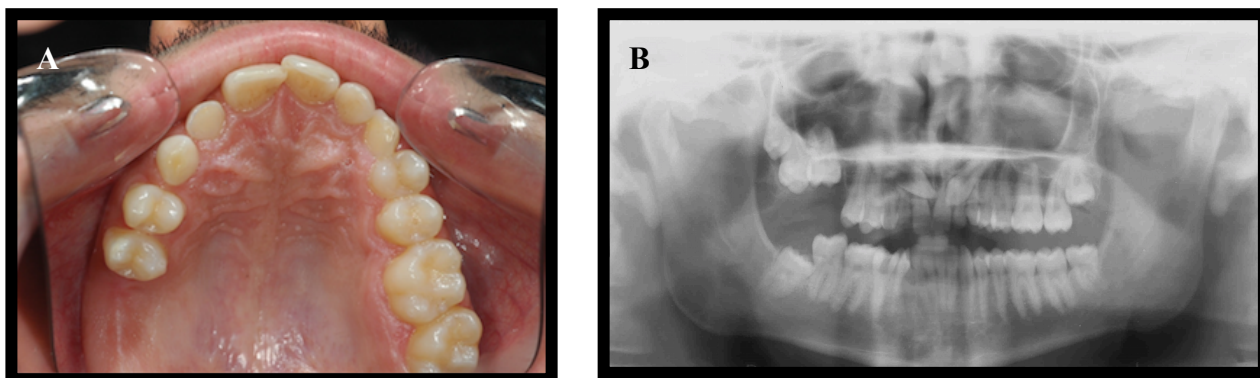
Paciente do sexo masculino com 24 anos de idade, com os dentes 1.6, 1.7 e 1.8 anquilosados. Fotografia intra-oral da arcada maxilar (A) e Ortopantomografia (B).
